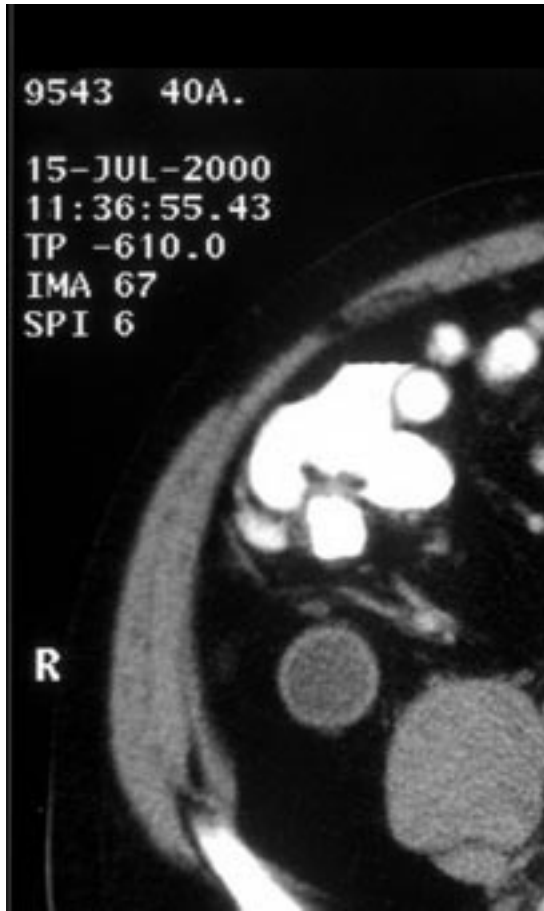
Tomografía computada de abdomen de paciente de 40 años, muestra en FID, lesión circular (en corte transversal) de paredes delgadas, contenido homogéneo.
